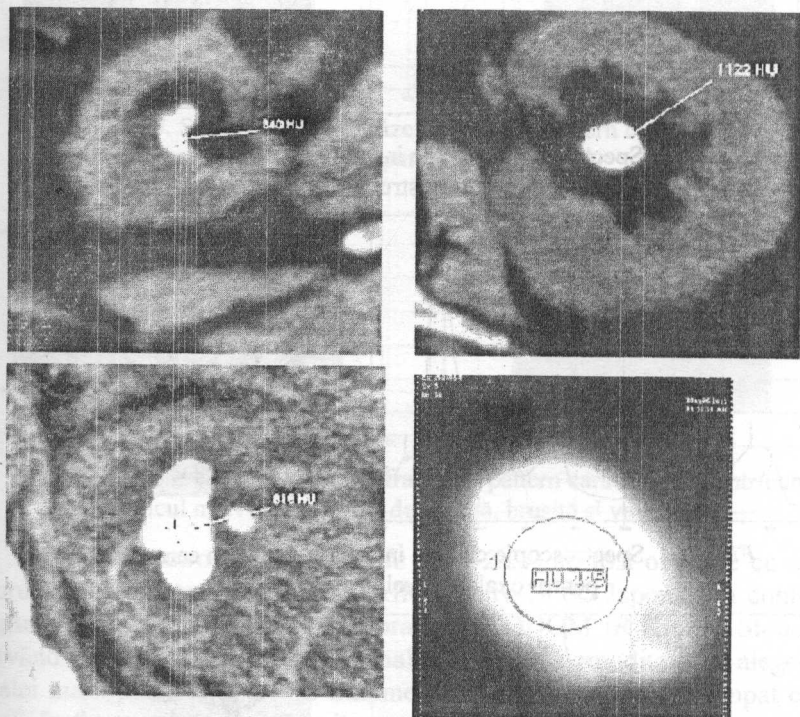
Aprecierea valorii medii a densității calculilor la CT (cu ajutorul Software aplicat specializat).
